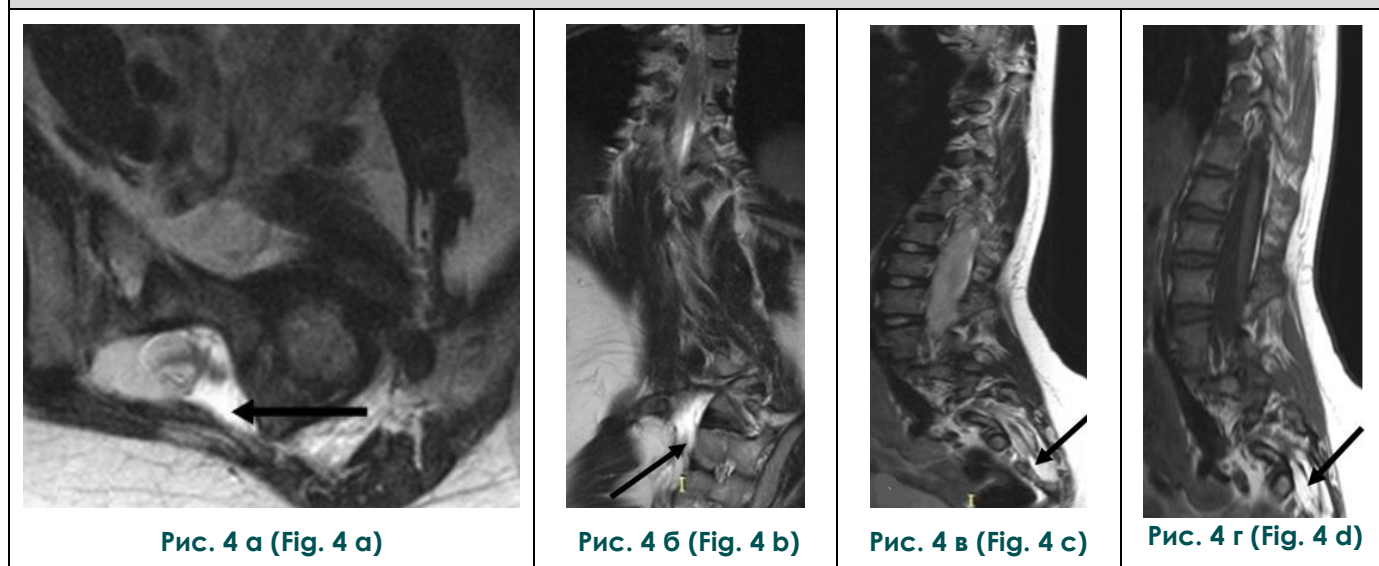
МРТ позвоночника.
